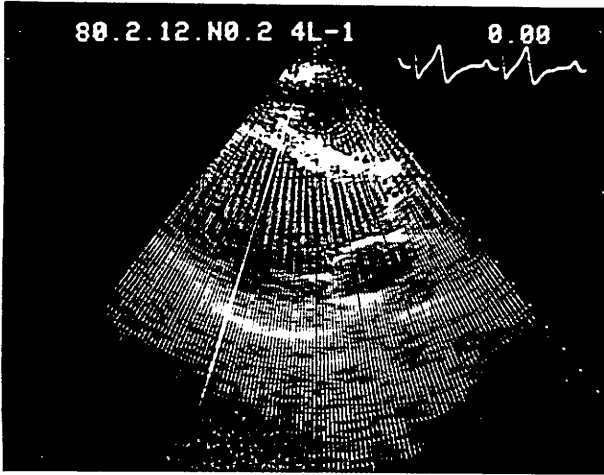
Beam angle of incidence to the interventricular septum for the recording of the M-mode echocardiogram in the long axis view.
